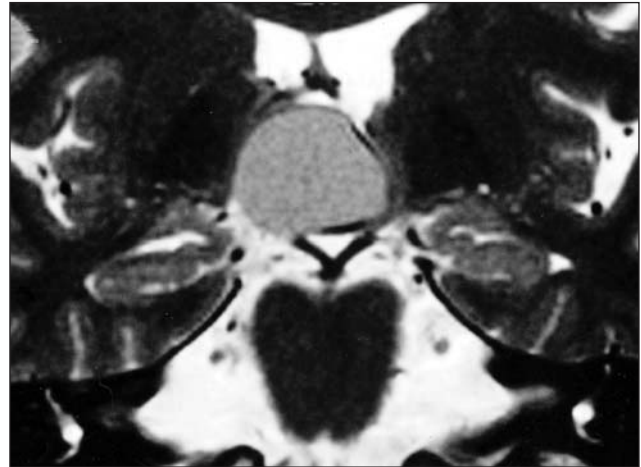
Koronal planda çekilen sisternografide sellar bölgeyi tümüyle dolduran prekontrast çekimlerde hipodens lezyon.
